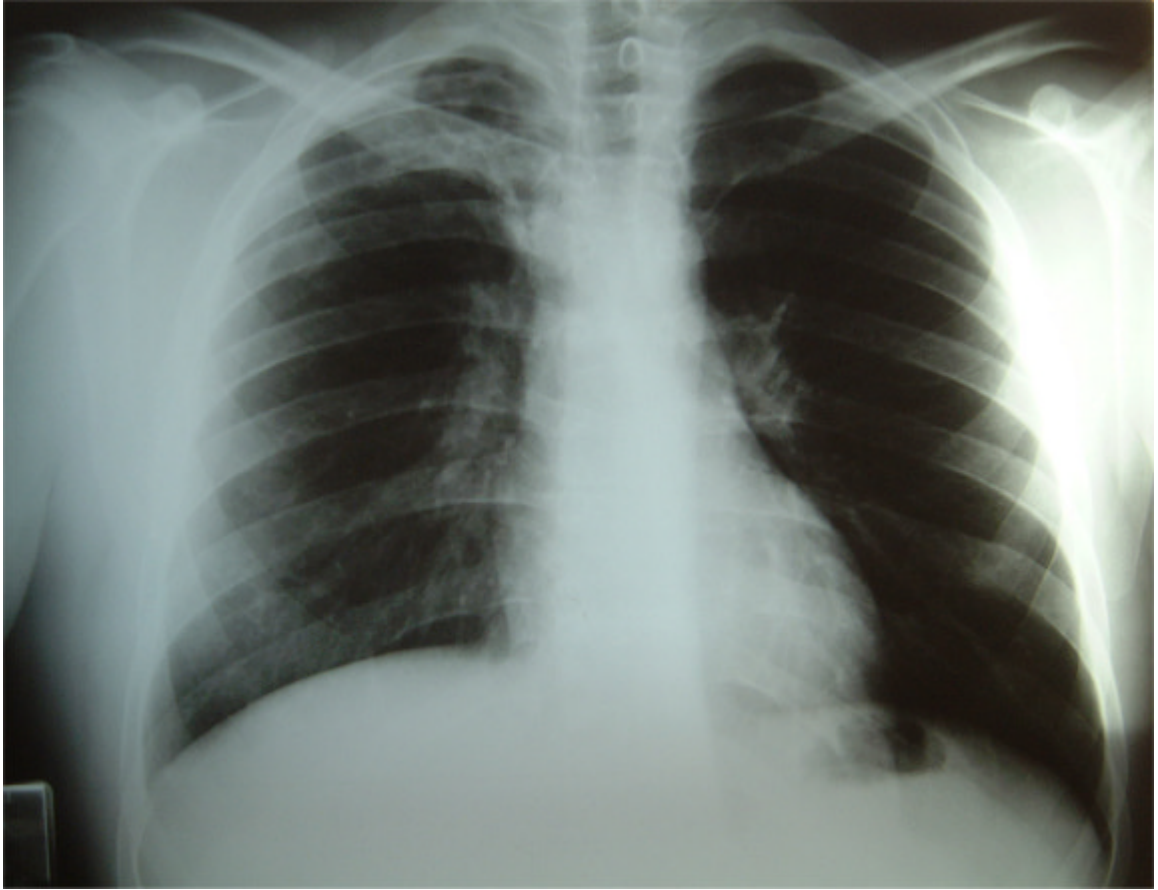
Teleradiografia do tórax (AP)
